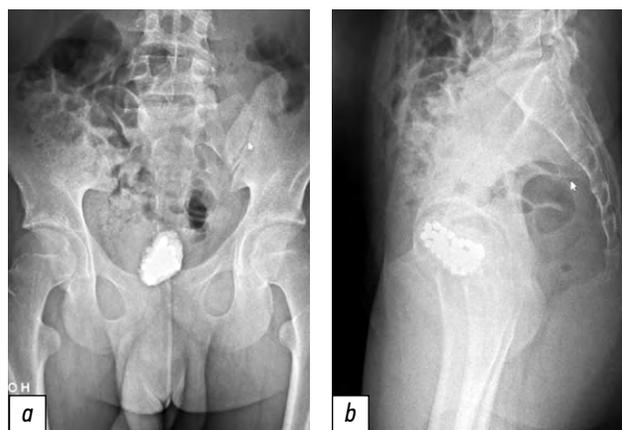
Инородные тела мочевого пузыря на обзорной рентгенограмме органов малого таза: *a* — прямая проекция, *b* — боковая проекция.
